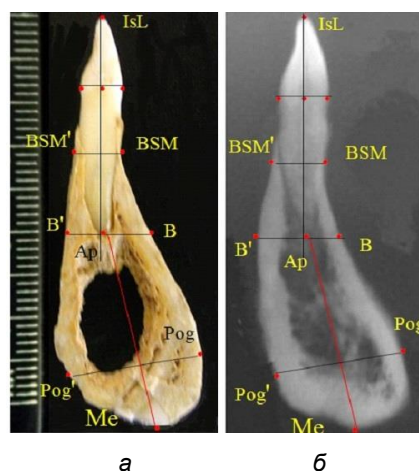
Ориентиры для исследования нативных препаратов (а) и рентгенограмм (б) резцового нижнечелюстного сегмента
